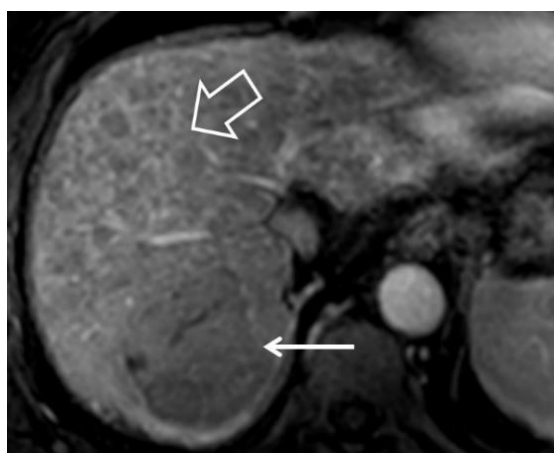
Пациент 64 лет, гепатоцеллюлярный рак на фоне цирроза. МРТ в порто–венозную фазу показывает контрастированный узел с капсулой (белая стрелка), множественные А–В шунты в цирротически измененной паренхиме печени (объемная стрелка)
